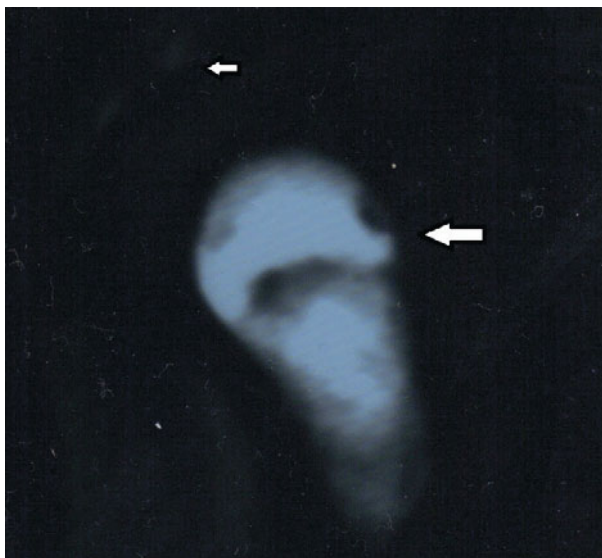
б. Сагиттальное изображение МРТ. Больной страдает тяжелой прокталгией. Ранее перенес операцию STARR, округлая область накопления препарата свидетельствует о наличии абсцесса или воспаления в зоне анастомоза (большая стрелка). Маленькая стрелка: крестец и копчик
